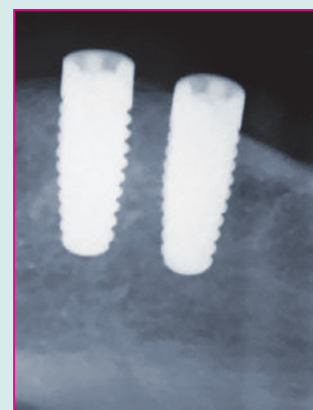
Röntgenkontrolle regio 34, 35 postoperativ.
